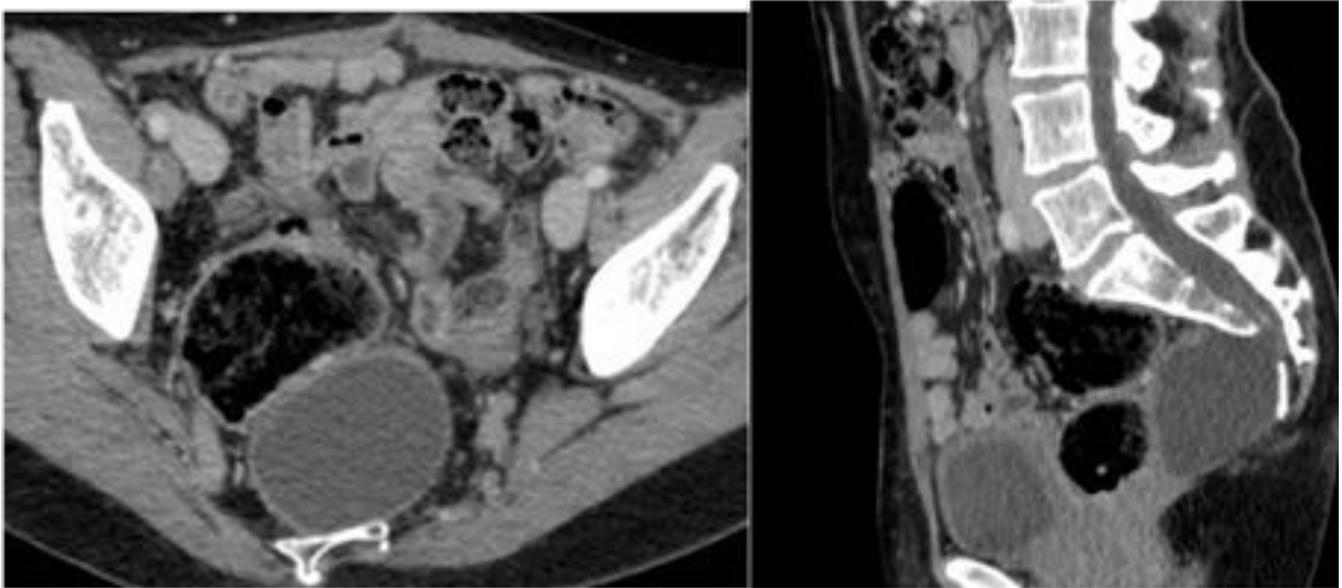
TC abdominal axial y reconstrucción sagital. Lesión quística retrorectal en paciente con disrafismo espinal (defecto de fusión sacro y meningocele).
